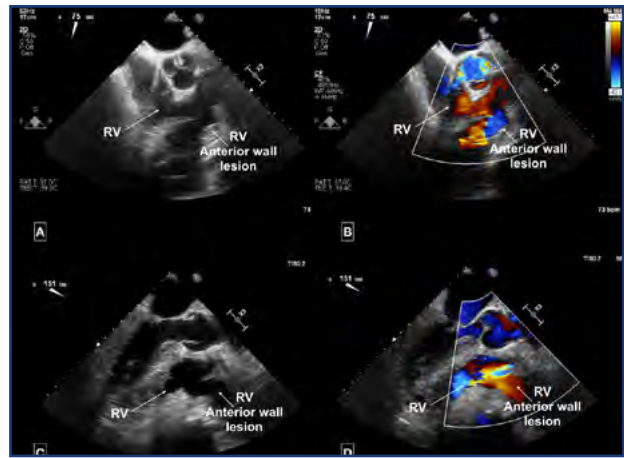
Ecocardiograma transesofágico intraoperatorio evidenciando lesión ventricular derecha.
